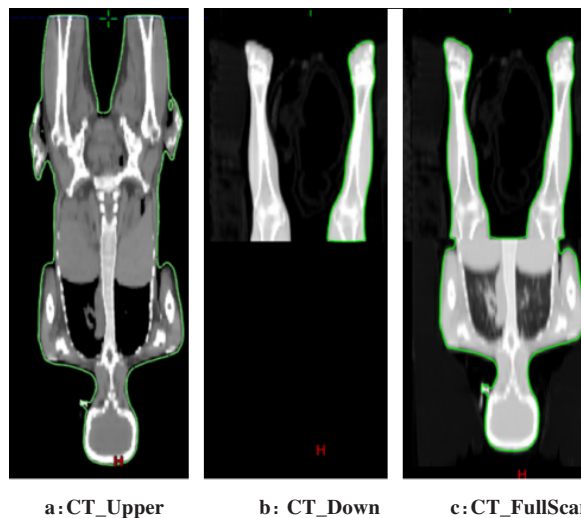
导入Eclipse系统后显示的CT模拟定位扫描图像
